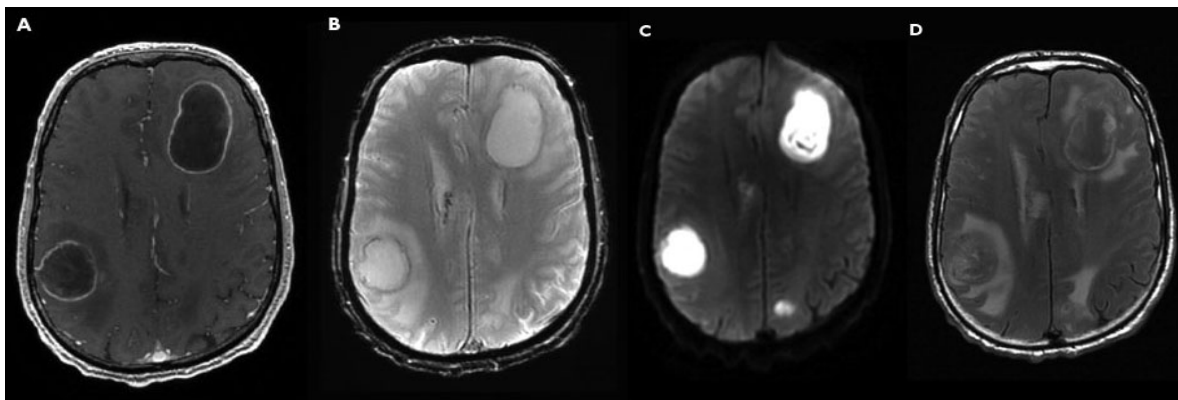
A. IRM cérébrale en T1 après injection de produit de contraste mettant en évidence des lésions hypo-intenses au centre avec rehaussement périphérique net. B. IRM cérébrale en T2 avec lésion hyper intense en T2. C. Image en restriction de diffusion montrant des lésions hyper intenses. D. Image IRM en T2 FLAIR avec mise en évidence d'œdèmes péri-lésionnels.
